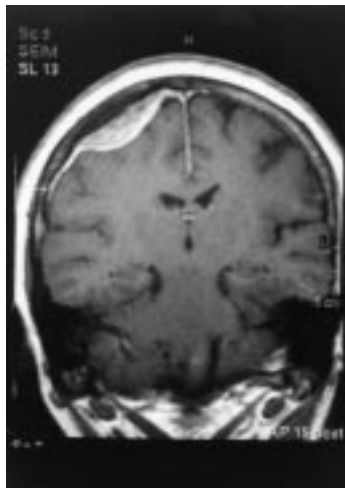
Esame RM encefalo nelle sequenze T1-pesate che mostra una lesione parietale destra iso-ipointensa che mima un meningioma di convessità.
